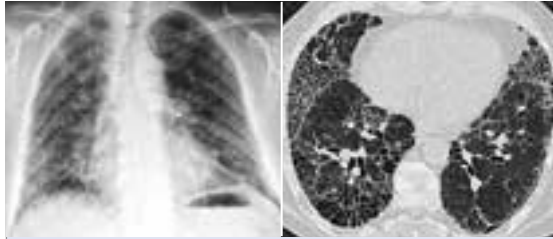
60-jähriger Mann mit langjähriger rheumatischer Gelenkentzündung und Atemnot beim geringen Stiegensteigen. a) Lungenröntgen: streifige Strukturvermehrung in beiden Lungen. b) HR-CT: „Rheumalunge“ mit Fibrose, Bronchiektasien und Zysten.
